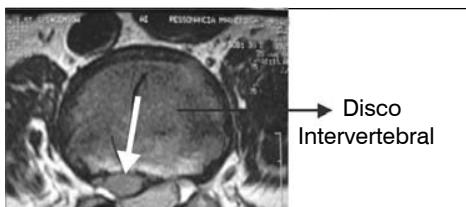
Imagem por ressonância nuclear magnética, em corte axial, mostrando hérnia de disco (seta branca).
